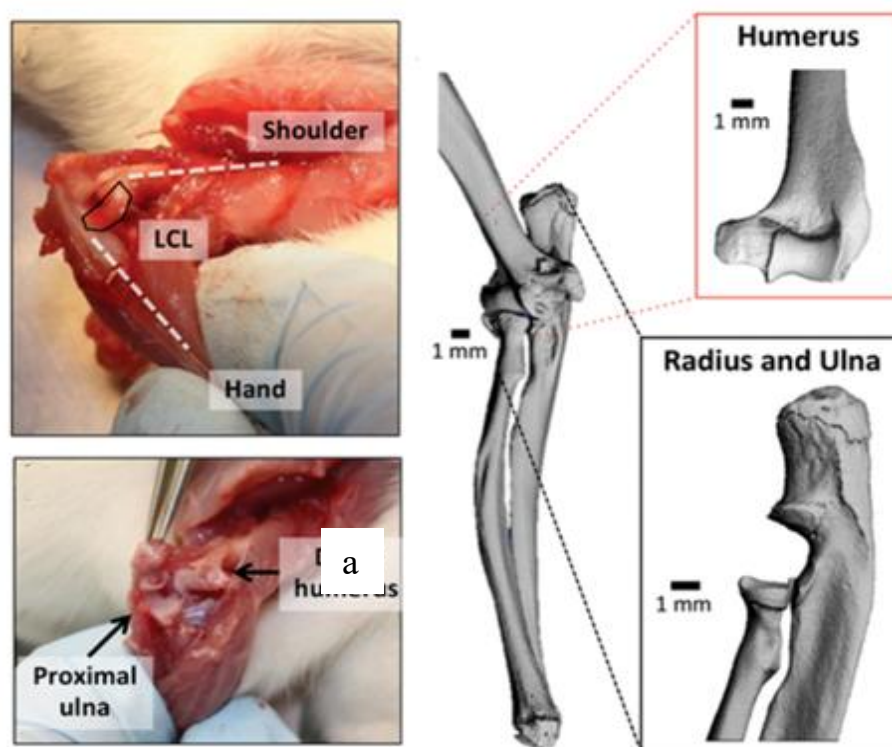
Анатомічні збіги ліктя у щурів, включаючи (а) латеральну колатеральну зв'язку (обведену чорним кольором) і (б) плече-ліктьовий суглоб; (в) Зображення μ -КТ показують розмір і форму кісток на передній кінцівці щура (вставки: вид іззаду плечової кістки та медіальний вигляд променевої та ліктьової кісток) [106].
